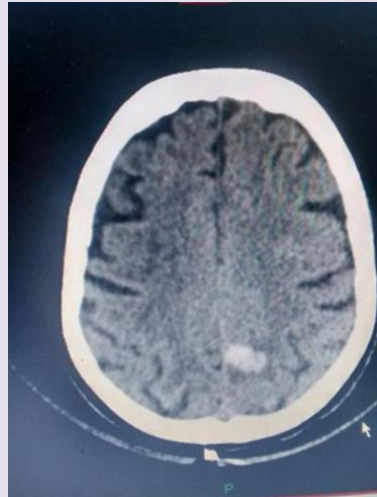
Tomografía axial computada donde se observa formación expansiva parietal izquierda con abundante edema
